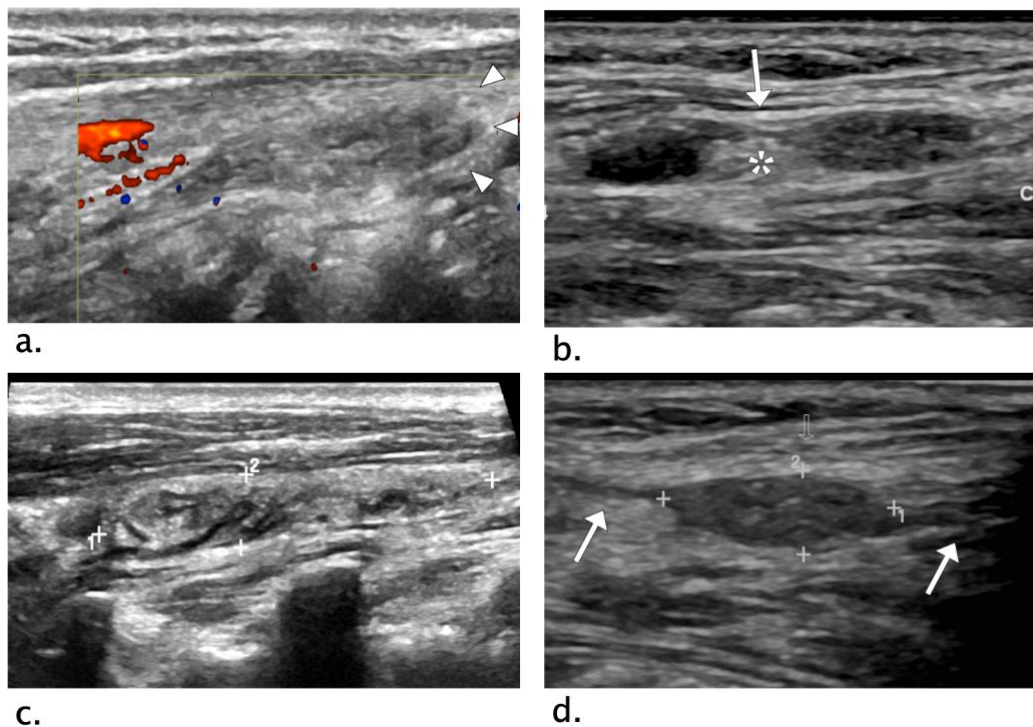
Outras características ultrassonográficas dos neuromas traumáticos cervicais. (a) NTC tipo terminal, onde a raiz do nervo termina no neuroma (pontas de seta), apresentando ausência de vascularização ao Doppler. (b) NTC tipo bilobado, caracterizado por dois espessamentos bulbosos em continuidade no mesmo nervo (seta), entre os dois alargamentos bulbosos está uma área hiperecogênica (asterisco) que pode ser confundida com hilo gorduroso de LNs. (c) NTC hiperecogênico, apresentando ecogenicidade semelhante ao plano adiposo adjacente, tornando suas margens imprecisas. (d) NTC tipo fusiforme, a raiz nervosa (setas) passam pelo neuroma, o qual é hipocogênico com contornos regulares e margens bem definidas.
